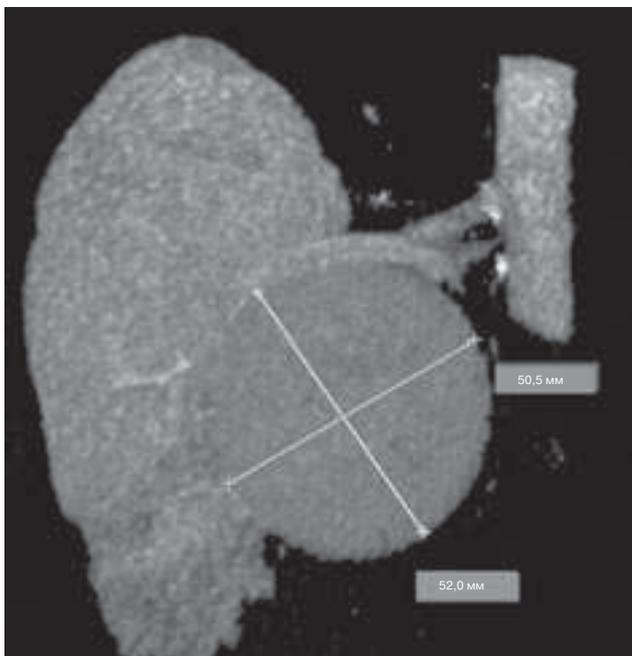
Компьютерная томографическая ангиография. 3D-реконструкция
